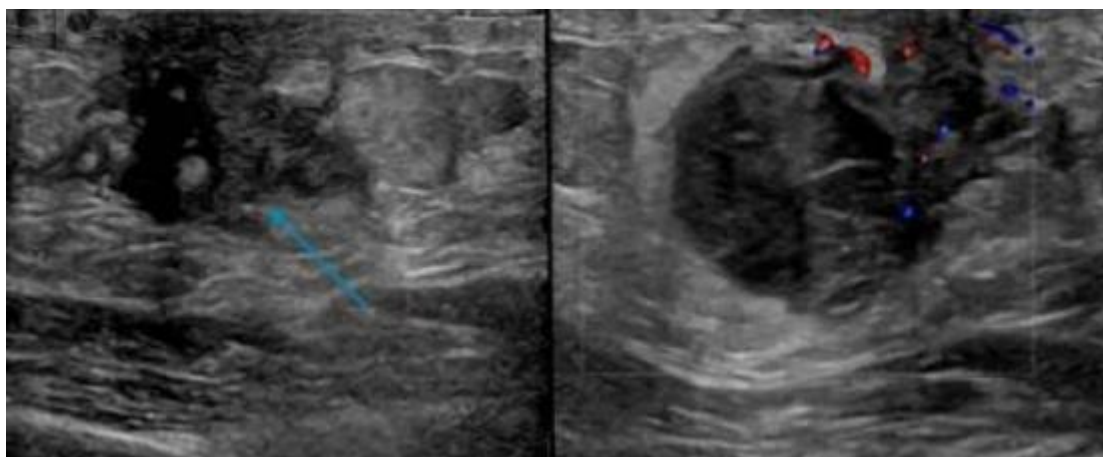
Échographie ciblée montrant une masse hypoéchogène essentiellement circonscrite de $3,1 \times 1,8 \times 2,7$ cm (flèche bleue) en arrière du mamelon gauche, associée à un léger œdème périphérique, sans adénopathie axillaire gauche (126)
